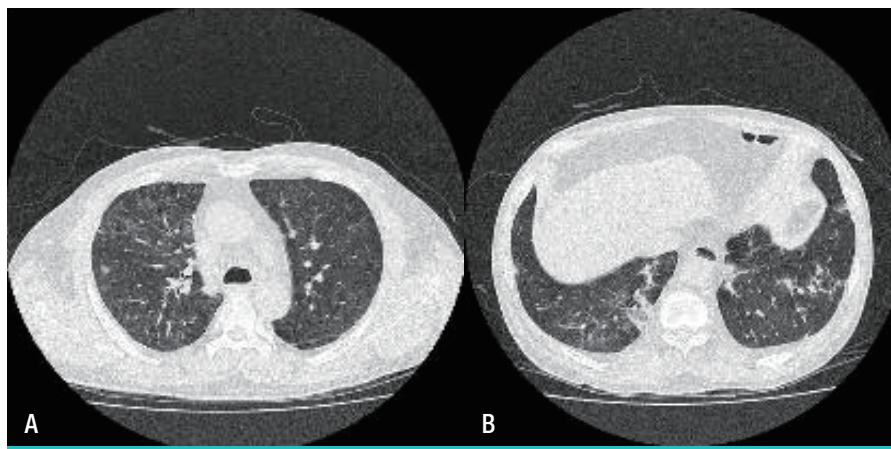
Chest CT shows ground glass haziness and multifocal consolidation in both lungs.
